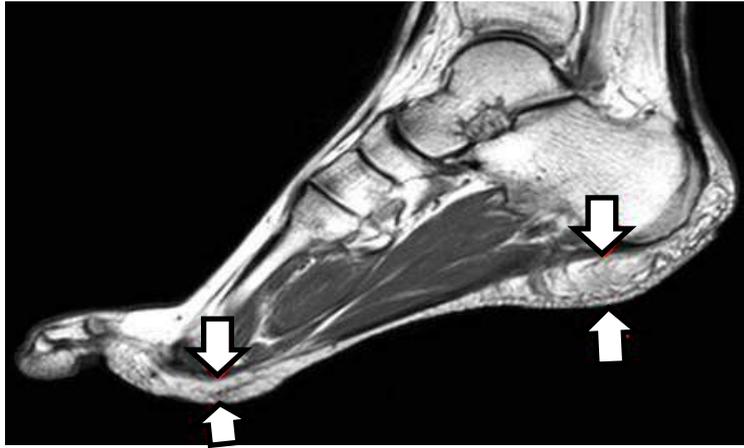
Detalle por RMN de la almohadilla grasa plantar.
